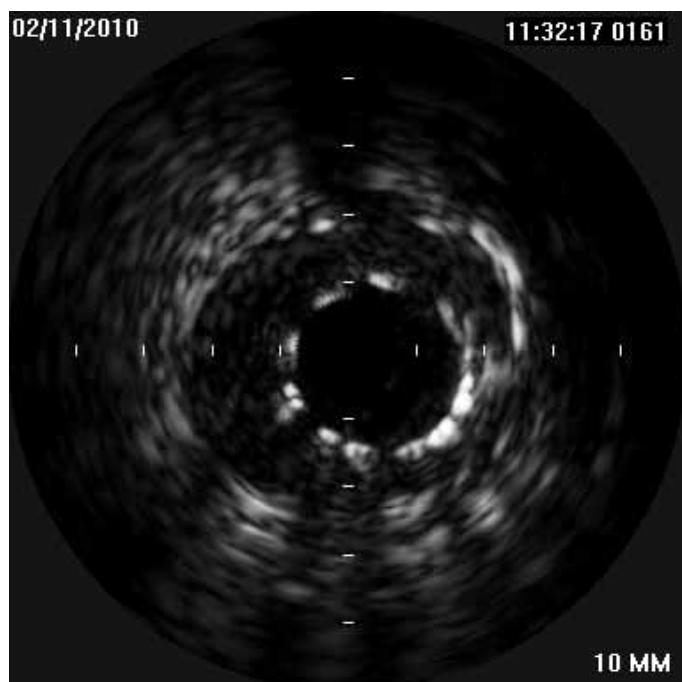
Ecografia intra-coronária (IVUS)
